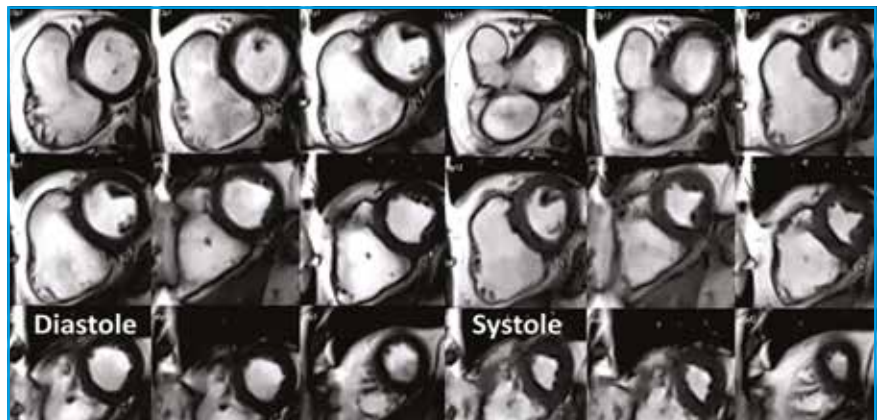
Infarctus du ventricule droit chez un patient présentant un infarctus inférieur aigu reperfusé par angioplastie avec succès. Coupes ciné-IRM petit axe SSFP avec images en diastole et en systole mettant en évidence une dilatation du ventricule droit, une akinesie de la paroi libre du ventricule droit et une discrète hypokinésie de la paroi inférieure du ventricule gauche.
